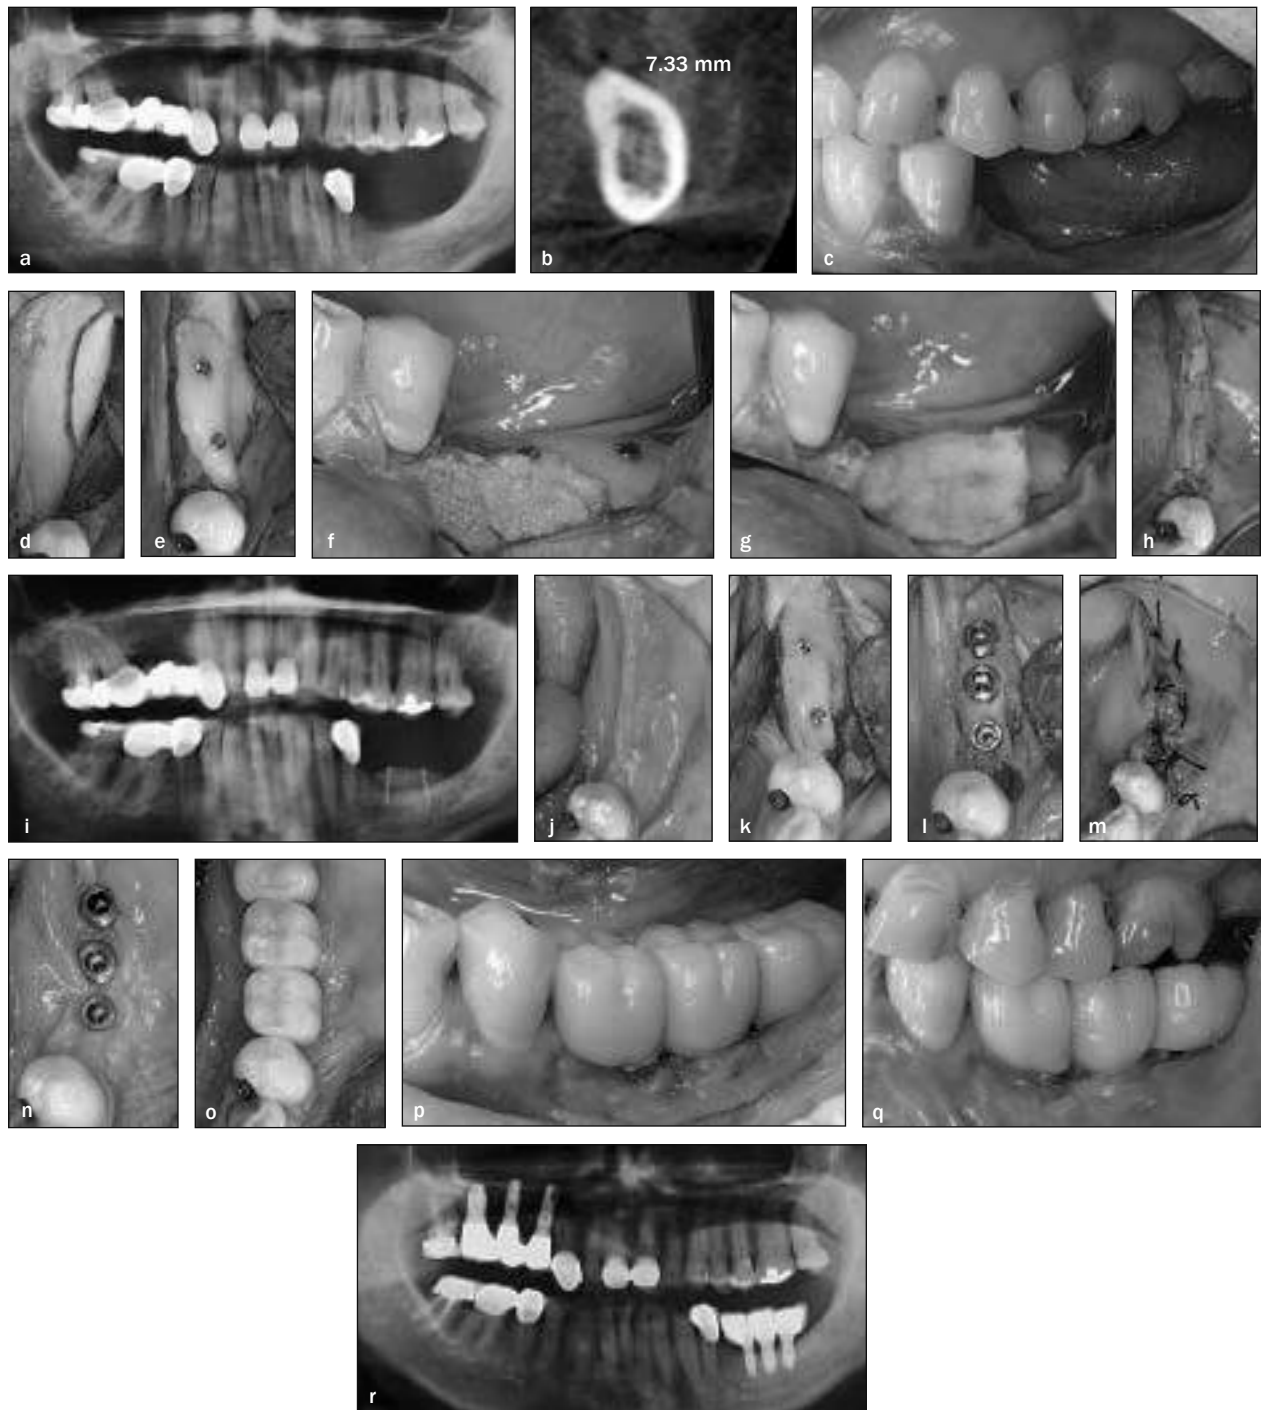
Posterior mandibular edentulism with vertical bone atrophy treated with onlay block bone graft and implant placement. (a) Preoperative panoramic radiograph. (b) Preoperative dental computed tomography scan. (c) Preoperative lateral view of the atrophic posterior mandible. (d) Block bone graft harvested from mandibular ramus. (e) Fixation of the block graft with osteosynthesis screw. (f) Particulate bone graft around block graft. (g) Membrane over bone graft. (h) Suture. (i) Panoramic radiograph after bone graft procedure. (j) Healed soft tissues at the 6-month follow-up. (k) Surgical re-entry for implant placement. (l) Implant placement at mandibular left first and second molar positions. (m) Suture. (n) Healed soft tissues. (o) Occlusal view of prosthesis. (p) Buccal view of prosthesis. (q) Buccal view of prosthesis 1 year after loading. (r) Panoramic radiograph 1 year after loading.
